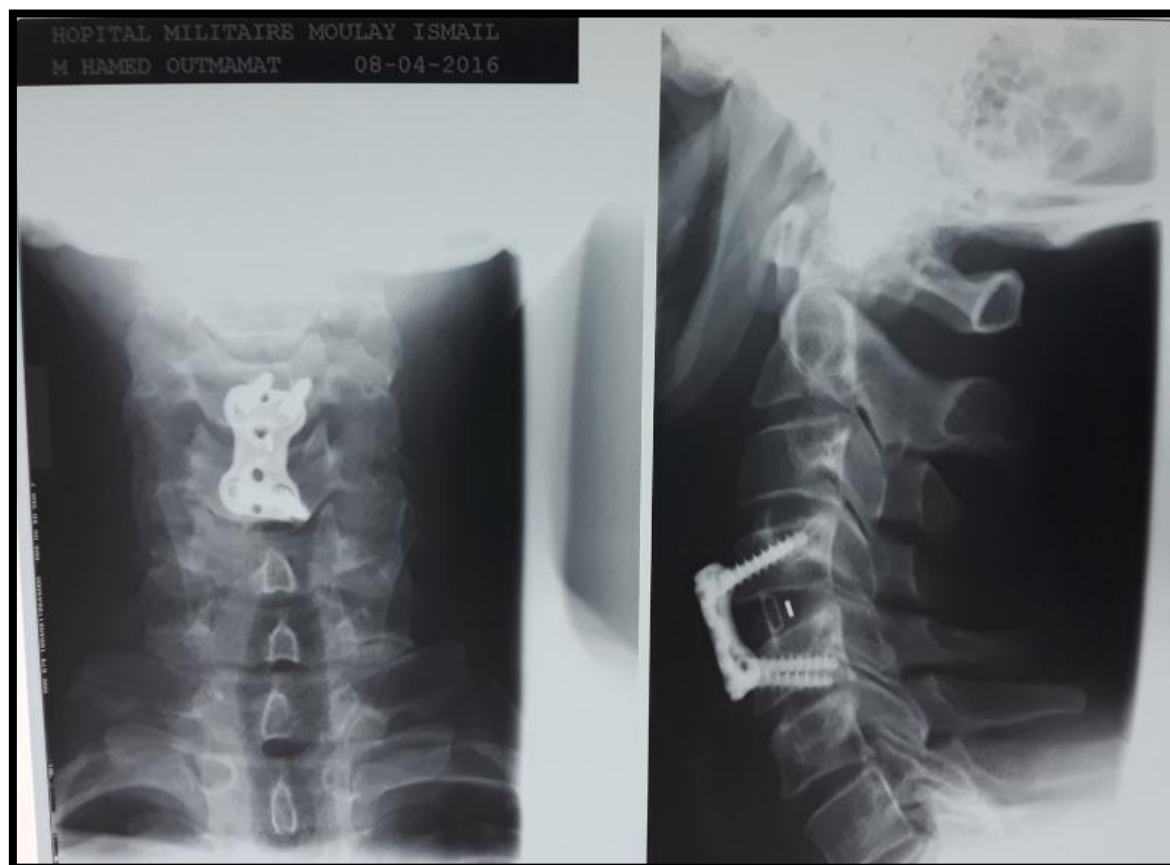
Radiographie de face et profil cervicale chez le même patient : contrôle postopératoire. [Service de neurochirurgie HMMI].
